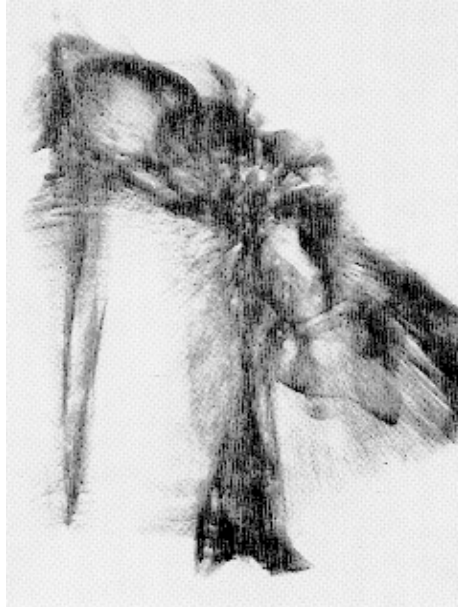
Sur cette radiographie d'un squelette de fœtus de 8 mois 1/2, les travées osseuses, de part et d'autre de la suture incisivo-canine, sont d'autant plus parallèles à cette suture qu'elles siègent près de son extrémité externe. Sur ce cliché, on voit aussi très bien le point d'union des cônes pré-maxillaire et maxillaire, situé dans la région canine.
